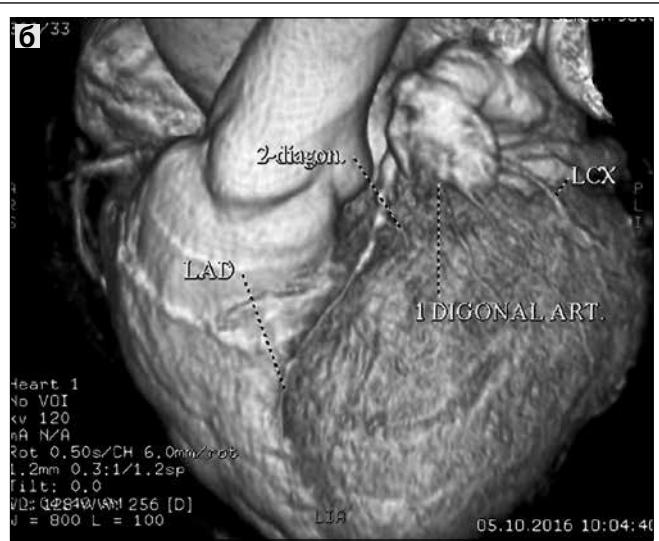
МСКТ-коронарографія під час обробки даних за допомогою багатоплощинних реконструкцій:
